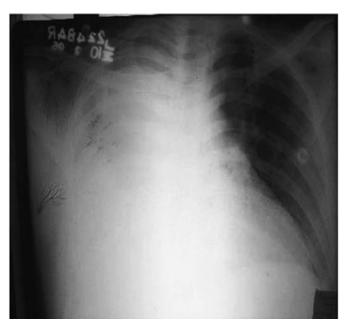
Послеоперационный рентгеновский снимок грудной клетки, демонстрирующий затемнение правой половины грудной клетки.
